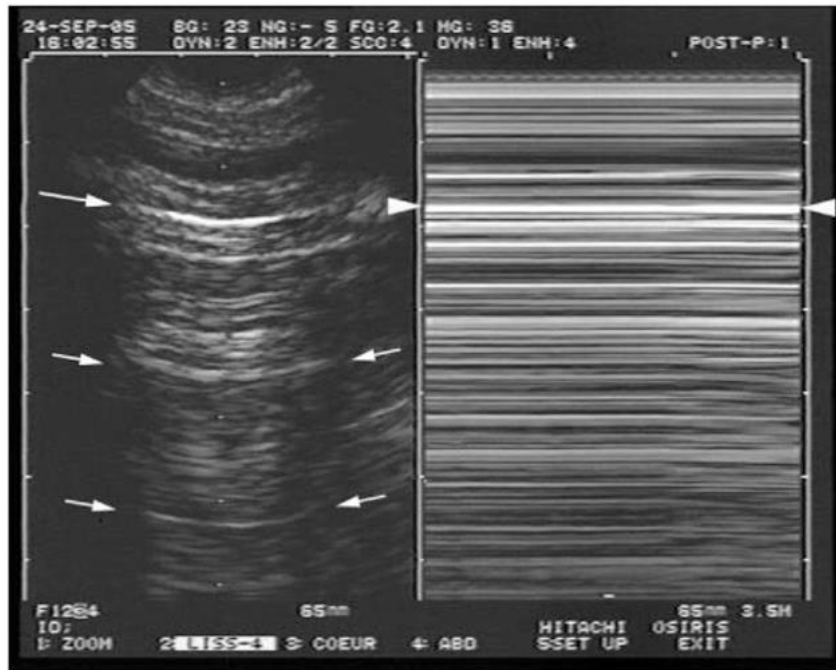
Profil échographique d'un pneumothorax. Répétition de lignes A en 2D (à gauche) et en TM (à droite)
